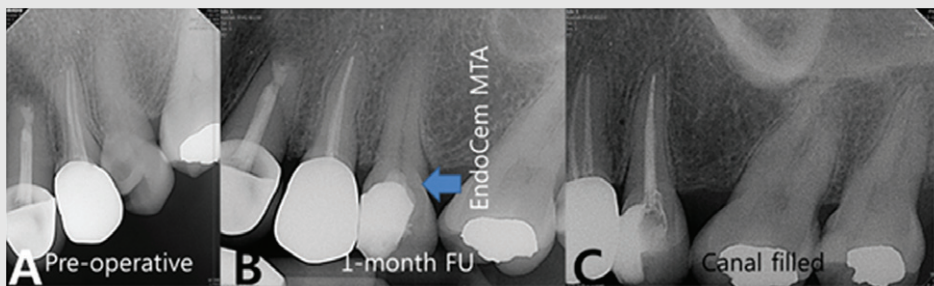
Failure case of partial pulpotomy by using Endocem MTA. A. Pre-operative radiograph B. 1-month follow-up after partial pulpotomy C. Radiograph after canal filling
